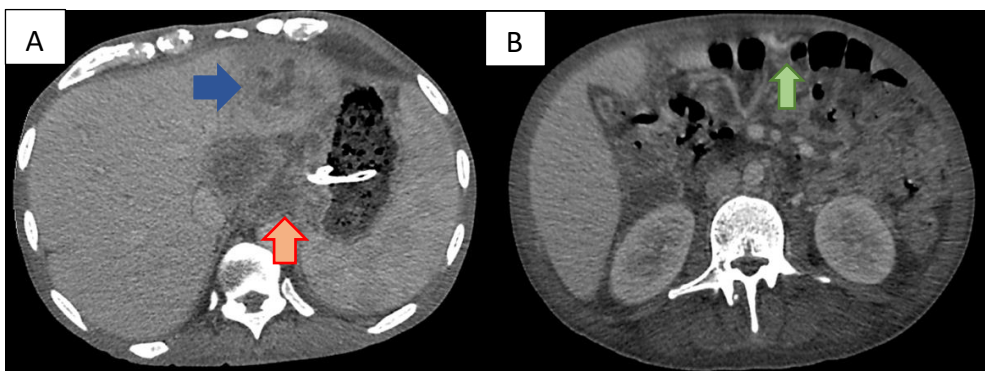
Sexo masculino, 55 anos, diagnóstico de adenocarcinoma gástrico. (A,B) TC axial demonstra lesão infiltrativa que invade a cárdia e pequena curvatura gástrica, exibindo áreas hipotenuantes centrais que podem corresponder a áreas de necrose (seta vermelha), além de lesão no lobo hepático esquerdo (seta azul). Existem também pequenos implantes peritoneais (seta verde).
